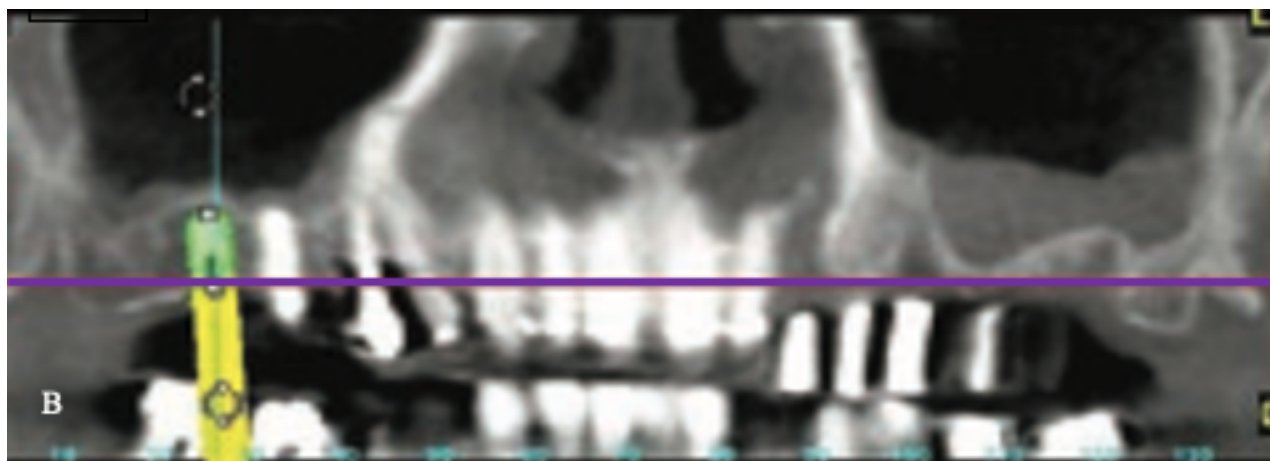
(B e C) Imagem do CBCT do plano coronal onde temos referências da qualidade do osso para planificar o tipo de implante. Imagem adaptada do livro: Froum, S.J (Ed). (2015). Dental implant complications: Etiology, prevention, and treatment (2a ed.). John Wiley & sons.
